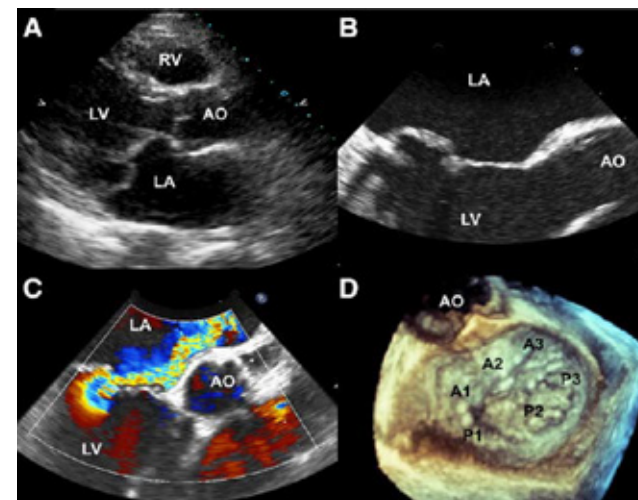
Prolapso del segmento de la válvula mitral posterior (P2) que se muestra en una vista de eje largo de (A) un ecocardiograma transtorácico bidimensional (2D), (B) un ecocardiograma transesofágico (ETE) 2D con (C) insuficiencia mitral severa, excéntrica y dirigida anteriormente asociada, y (D) una vista quirúrgica de ETE tridimensional. AO indica aorta; LA, aurícula izquierda; VI, ventrículo izquierdo; y RV, ventrículo derecho.
